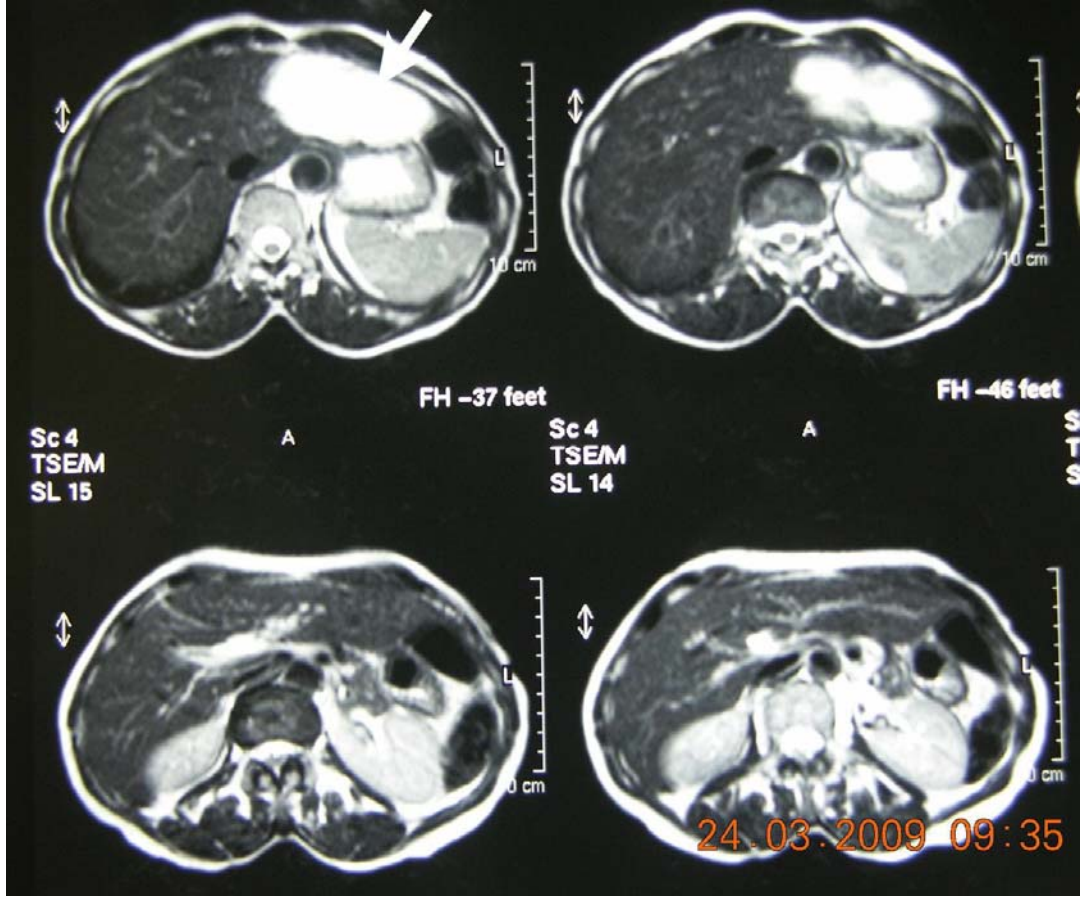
60 yaşında bayan hastanın sol lobunu tamamen kaplayan 9x4,5 cm boyutundaki karaciğer hemanjiyomu kontrastsız MRG’de ok ile gösterilmektedir (OLGU 1).
